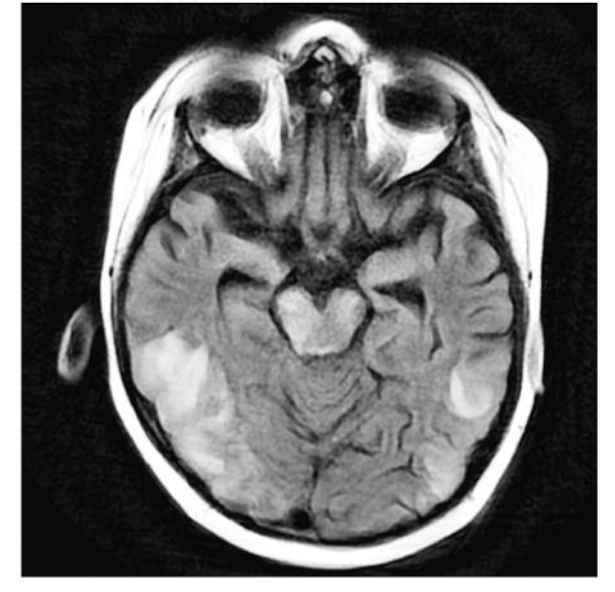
Больной Т., мальчик 9 лет. Анемия Фанкони, алло-ТГСК, PRES. По данным МРТ в режиме T2 ВИ на фоне обширных изменений больших полушарий головного мозга отмечаются изменения сигнала на уровне обеих ножек ствола мозга и мозжечка.
